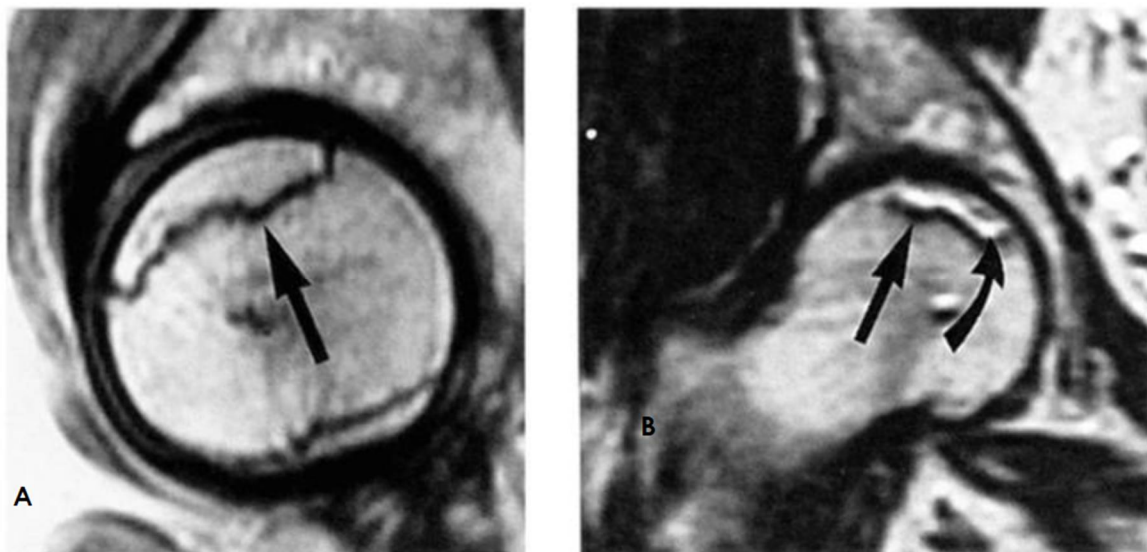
IRM des hanches, ostéonécrose de la tête fémorale à un stade précoce. 15 A : Coupe sagittale en T1 montrant un liseré de démarcation hypo-intense (flèche) délimitant une zone de nécrose dont le signal reste conservé. 15 B : Coupe frontale en T2 montrant un liseré de démarcation hypo-intense (flèche droite) doublé d'une ligne hyper intense (flèche courbe) constituant la double ligne décrite par Mitchell. (89)
